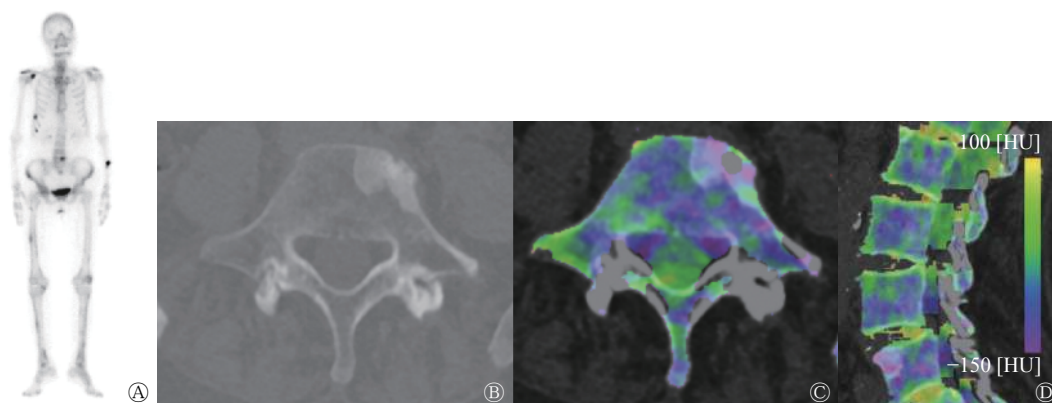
椎体成骨性骨转移瘤患者(女性, 56岁)的⁹⁹Tc^m-MDP全身骨显像、常规CT和CT虚拟去钙骨髓成像图 图中, A: ⁹⁹Tc^m-MDP全身骨显像示右侧肩胛骨、锁骨、右侧第8、9肋骨及第5腰椎见放射性异常浓聚影; B: 常规CT横断面图像示腰椎第5椎体斑片状密度增高影; C~D: CT虚拟去钙骨髓成像横断面及矢状面伪彩图示腰椎第5椎体异常彩色显影, 在矢状面去钙图像上测量骨髓密度(ROI选取面积为0.5 cm²), 结果发现病变椎体转移灶的骨髓密度(-112.8 HU)低于正常椎体的骨髓密度(-82.2 HU)。CT: 计算机断层摄影术; MDP: 亚甲基二膦酸盐; ROI: 感兴趣区
